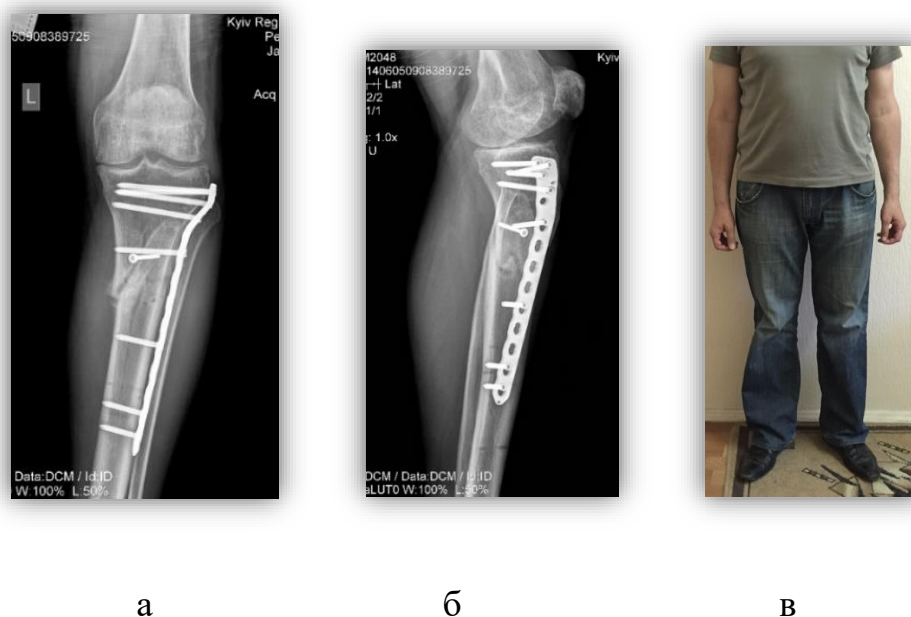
(а, б, в) Фотовідбитки рентгенограм кісток гомілки через 1 рік та та повна функція
